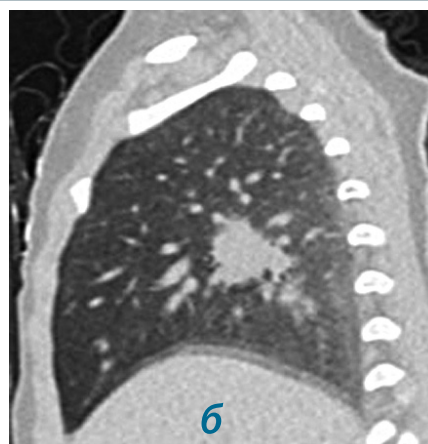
Компьютерная томография органов грудной клетки (клинический случай № 6):
